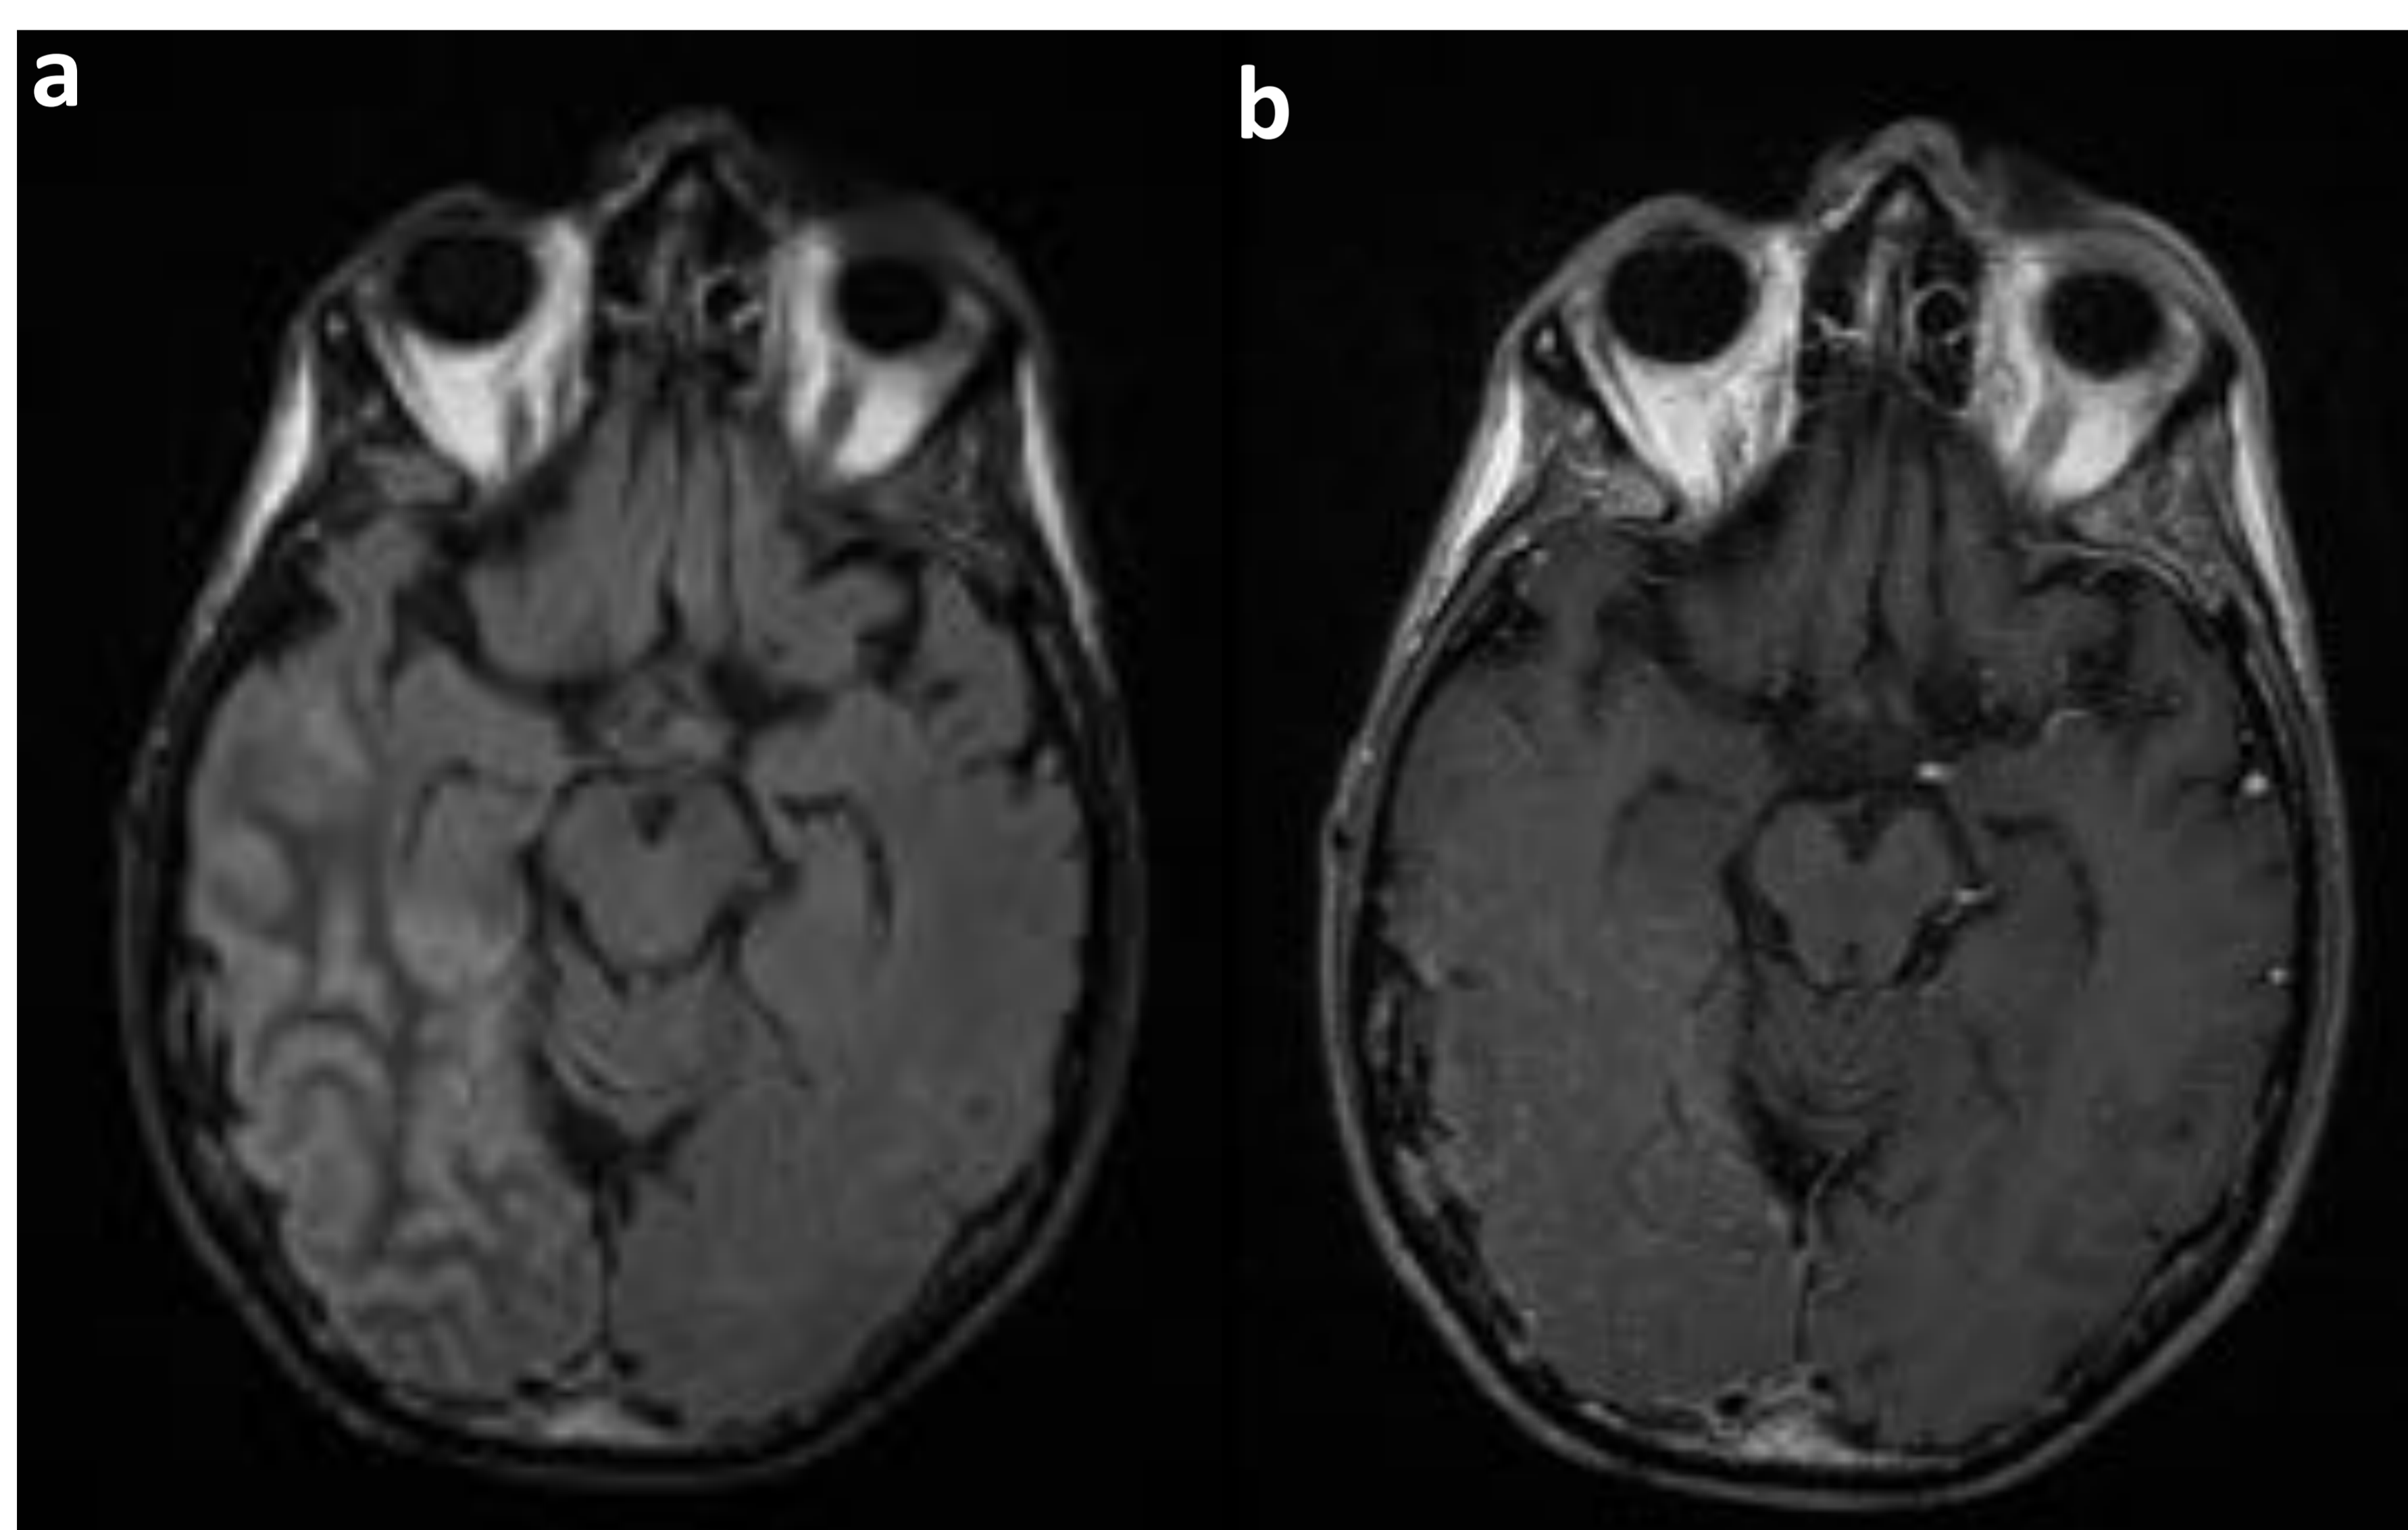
Paciente 1: RM al ingreso en 2013. a) FLAIR con contraste, b) T1 con contraste. Extensa afectación del córtex parieto-temporo-occipital derecho, hiperintensidad y captación.
